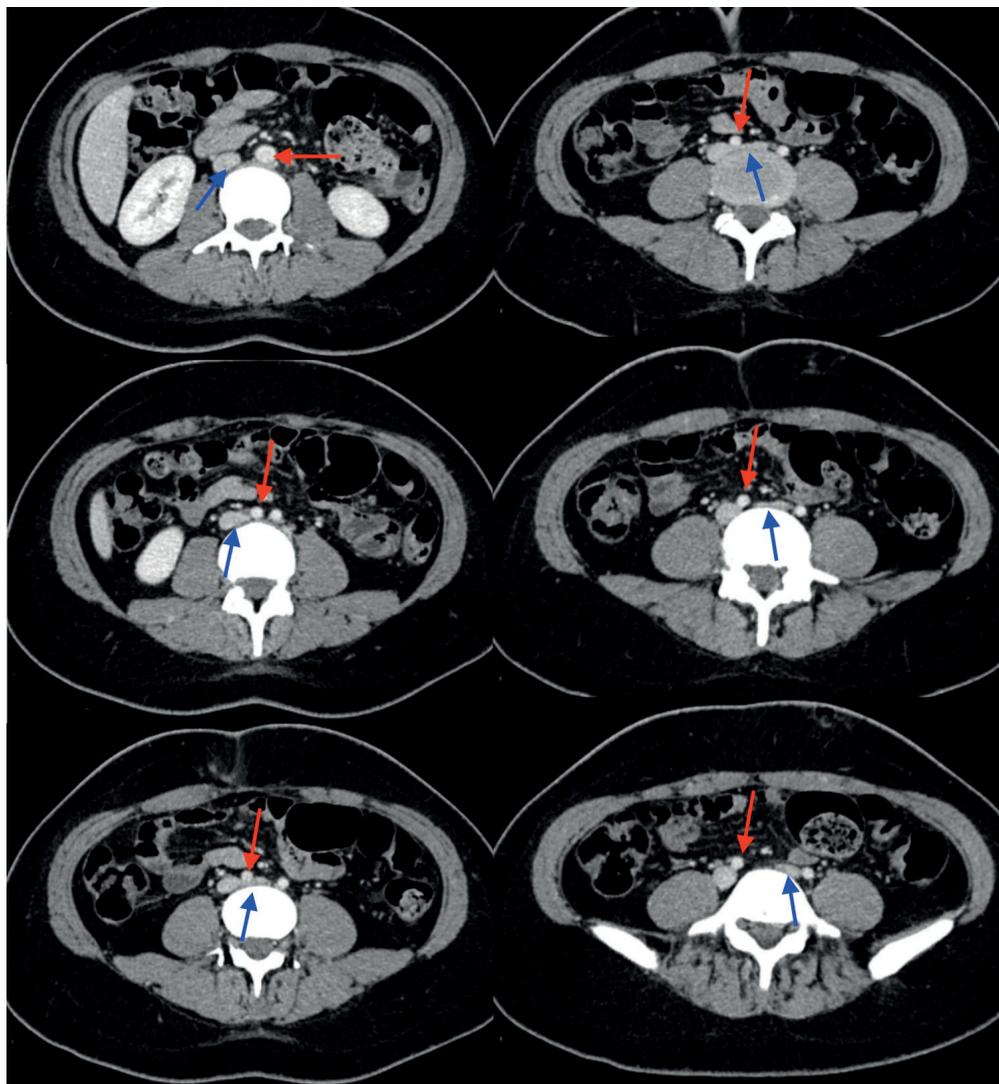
Tomografía Axial computarizada de abdomen y pelvis con contraste. Compresión extrínseca de la vena iliaca primitiva izquierda (flecha azul) por la arteria iliaca primitiva derecha (flecha roja), compatible con síndrome de May-Thurner.
